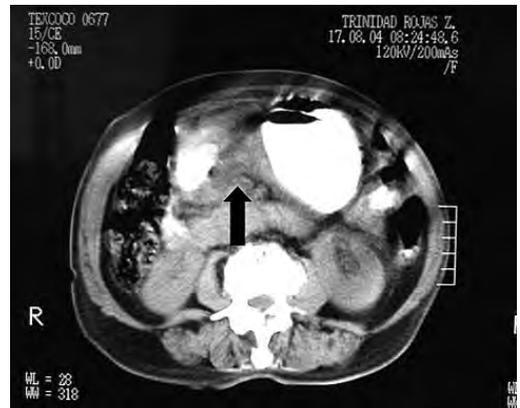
TAC. Tumor palpable.
